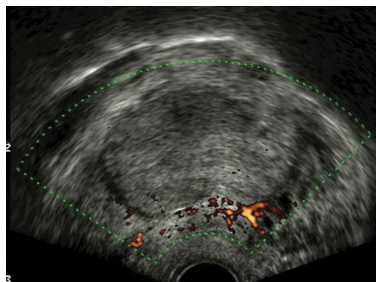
Tumoración ovárica de patrón pseudosólido. Al estudio power Doppler no se observa vascularización. La cirugía confirmó la sospecha ecográfica de torsión ovárica.
